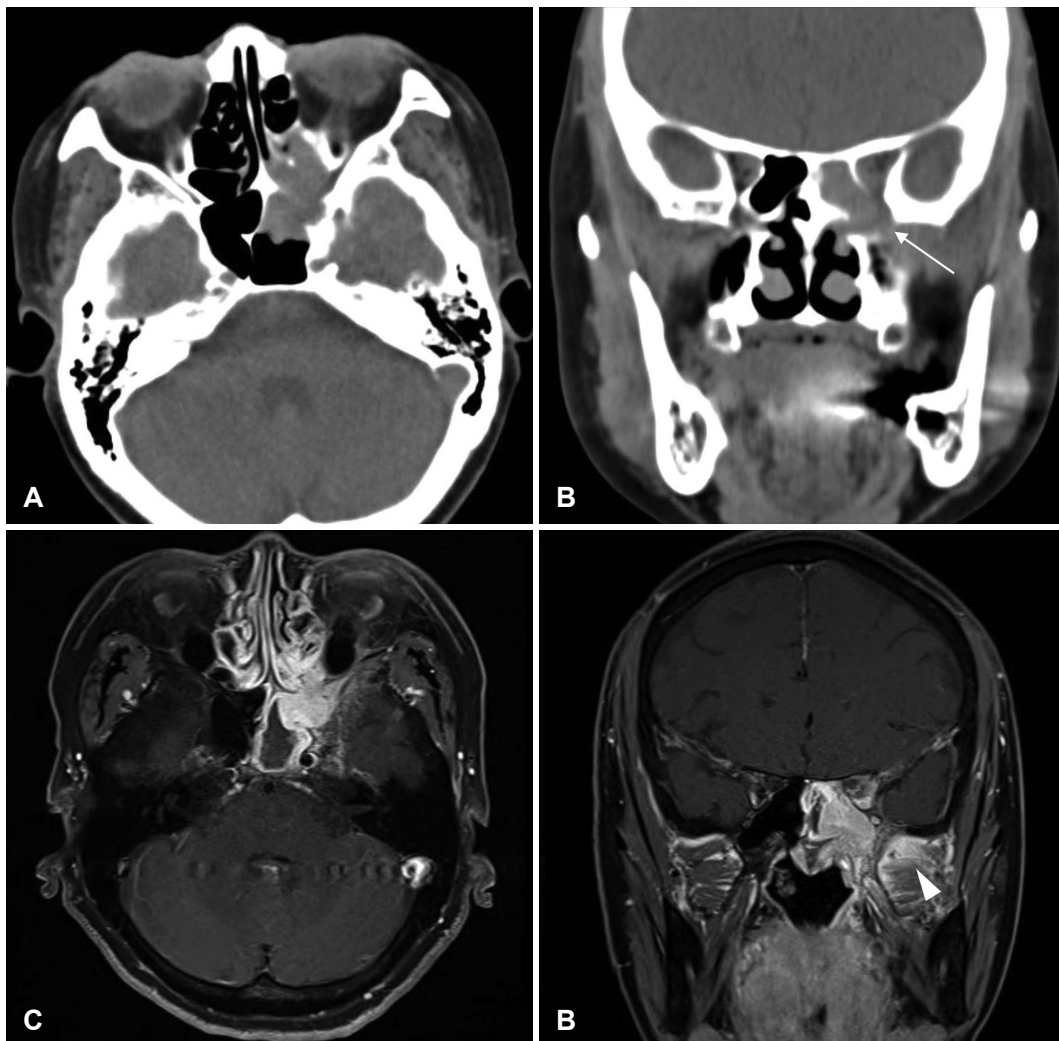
A: Preoperative axial CT scan of the paranasal sinus shows soft tissue density opacity in the left sphenoid sinus and posterior ethmoid sinus. B: Coronal view shows bony erosion (arrow) of the anterolateral wall of the sphenoid sinus. C: Preoperative gadolinium-enhanced axial MRI shows a well-enhancing homogenous mass in the left sphenoid sinus. D: Coronal view shows increased enhancement at left masticator space (arrowhead), indicating tumor infiltration.
